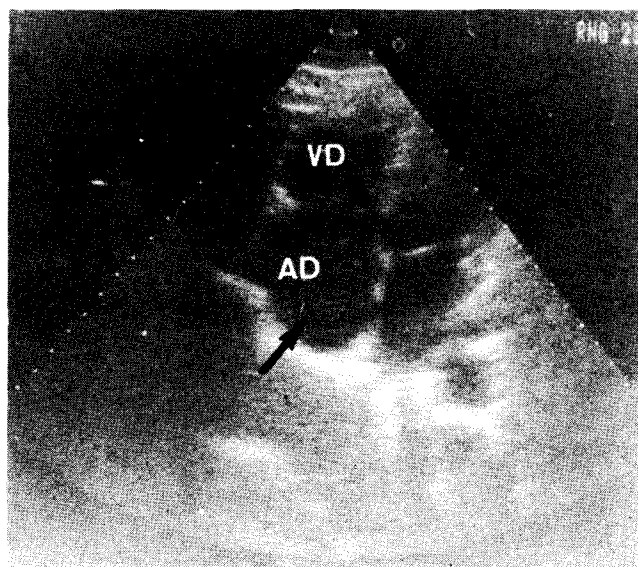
Ecocardiograma bidimensional en vista de cuatro cámaras desde el ápex en el que se puede observar el pasaje de las microburbujas (flecha) de ventrículo derecho (VD) a aurícula derecha (AD) con válvula tricúspide cerrada.
